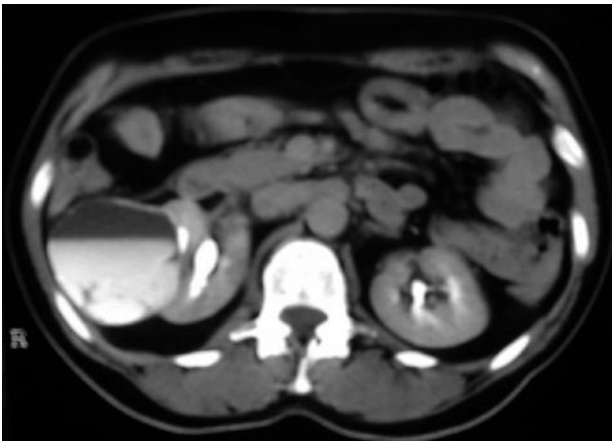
El quiste se comunicó con la vía excretora y su pared se calcificó. Mide 6,4 centímetros. Se puede observar el nivel de contraste dentro del quiste en los cortes tardíos del TAC.
